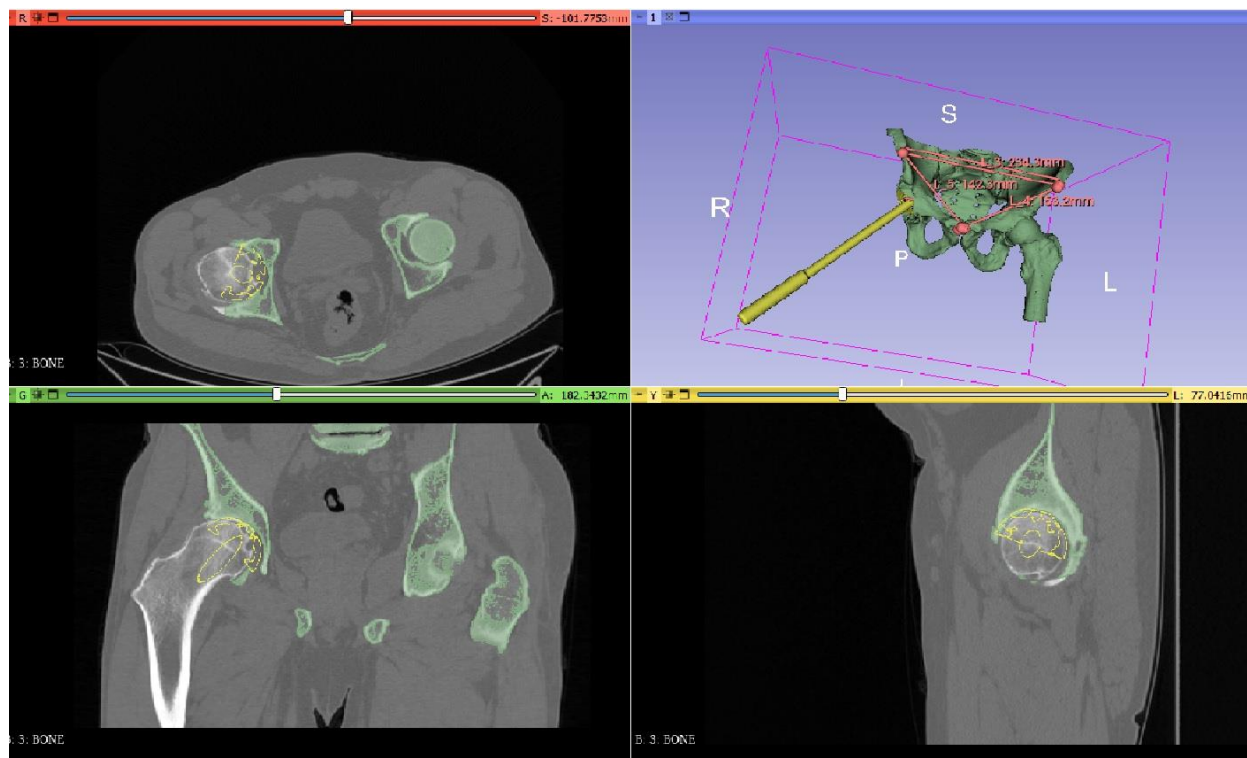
Функціональні можливості програмного забезпечення дозволяють в режимі реального часу маніпулювати імпактором в 3D режимі з синхронним відображенням позиціонування в 2D КТ зрізах корональній, аксіальній та сагітальній площинах
